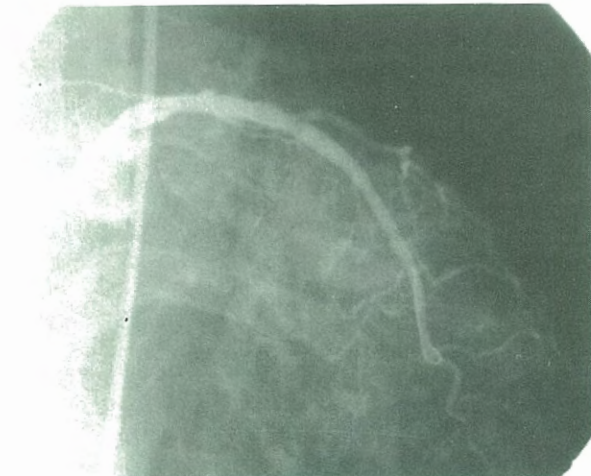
Koroner anjiyografide sol ön inen arter ve circumflex arterdeki anlamlı darlıklar görülmektedir.
